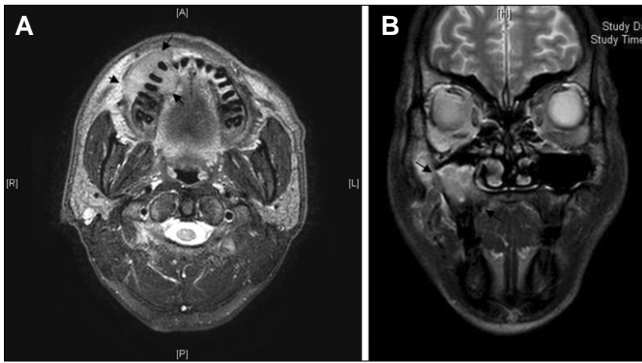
Enlarged mass (arrow) compared with previous MRI. A: Axial MRI on first visit, B: Coronal view on second visit (11 days after) (MRI: magnetic resonance imaging)
